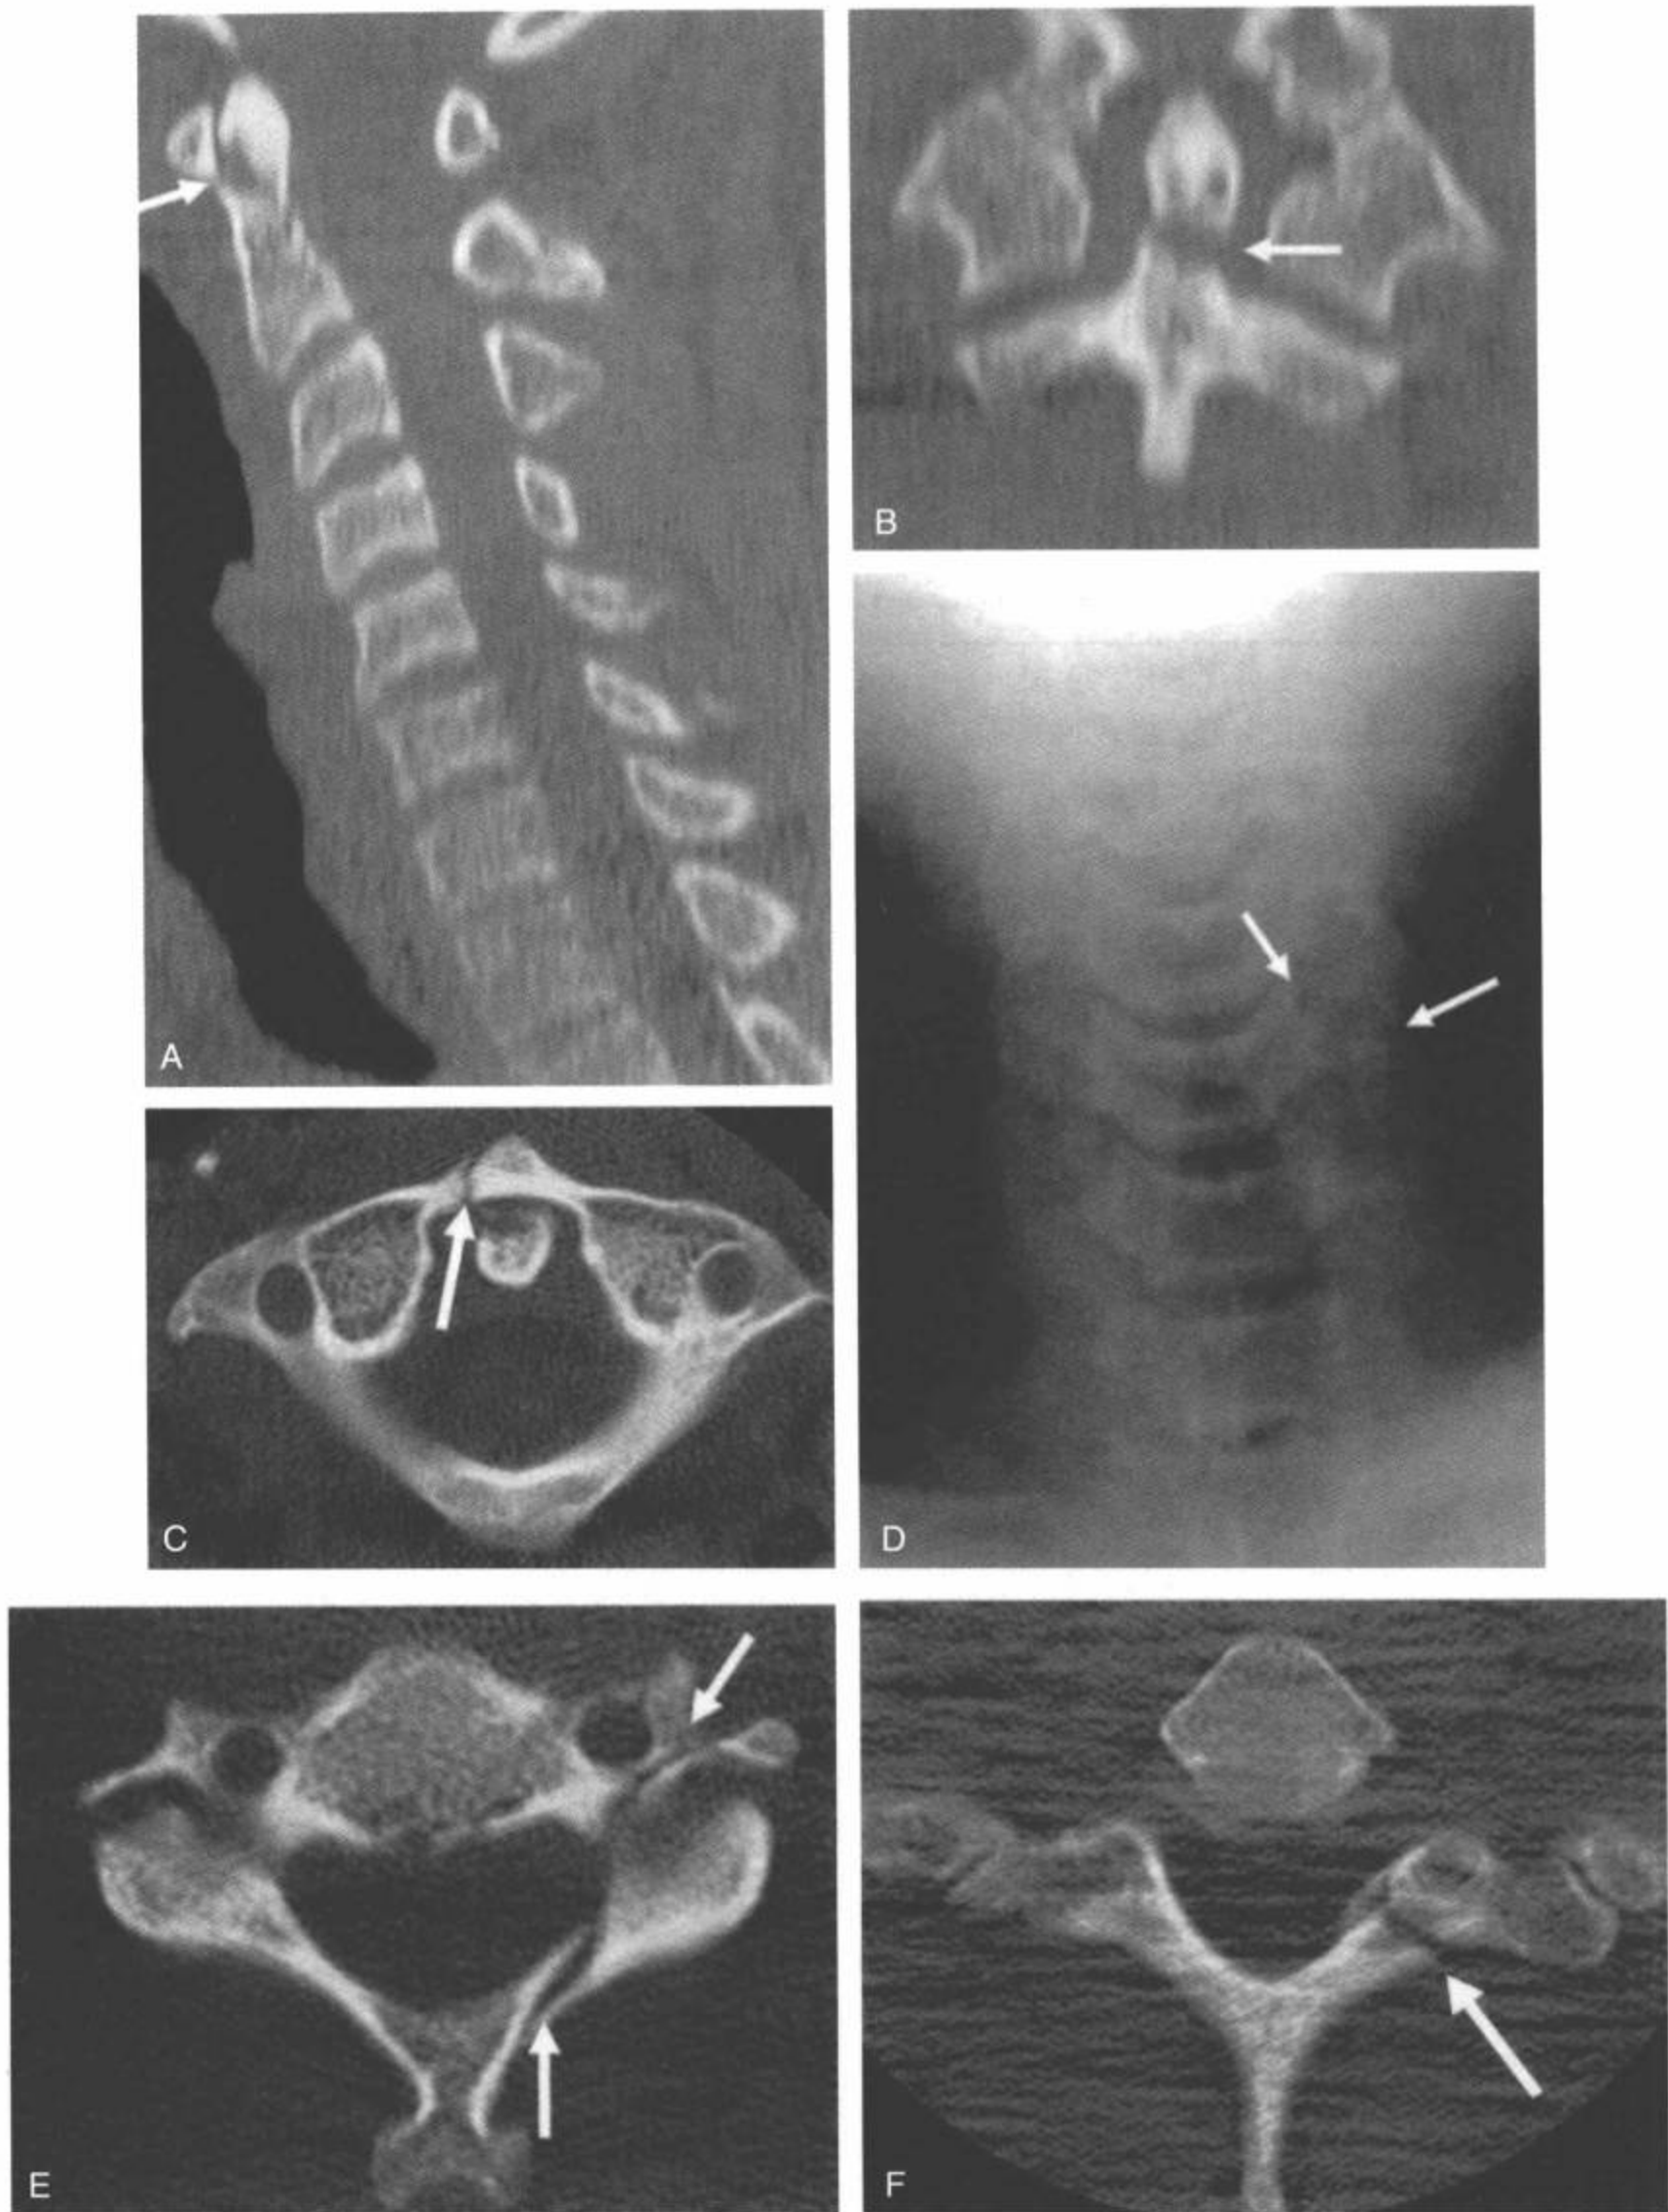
颈椎联合性损伤。A-C: CT正中矢状面(A)和冠状面(B)MPR图像和横断面图像(C)显示轻微移位的II型齿突骨折(A和B中白箭)。显示寰椎右前弓的骨折无移位(C中白箭)。D-F: 前后位平片(D)和CT横断面图像(E)显示C5左侧椎弓根骨折(D和E中白箭)。T1层面的另一幅CT横断面图像(F)显示左侧椎板骨折(F中白箭)。
